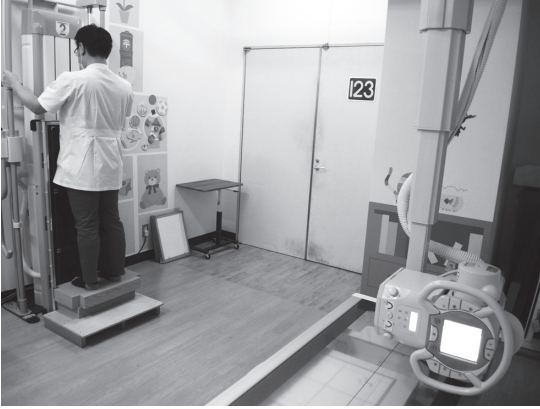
Haraguchi の Hip-to-calcaneal radiograph
